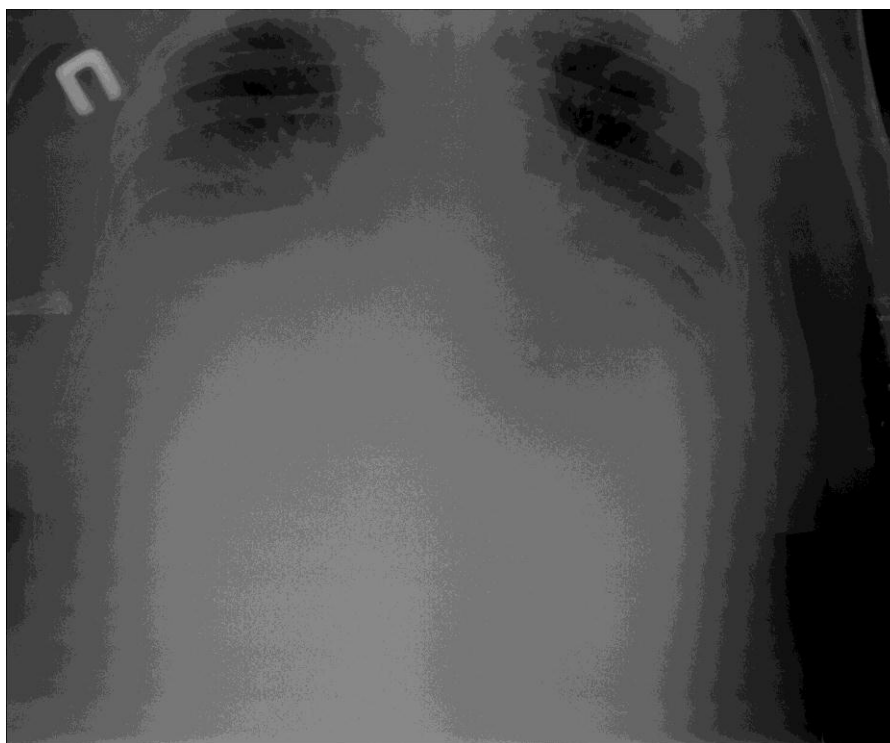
Оглядова рентгенограма. Двобічний синдром плеврального випоту
